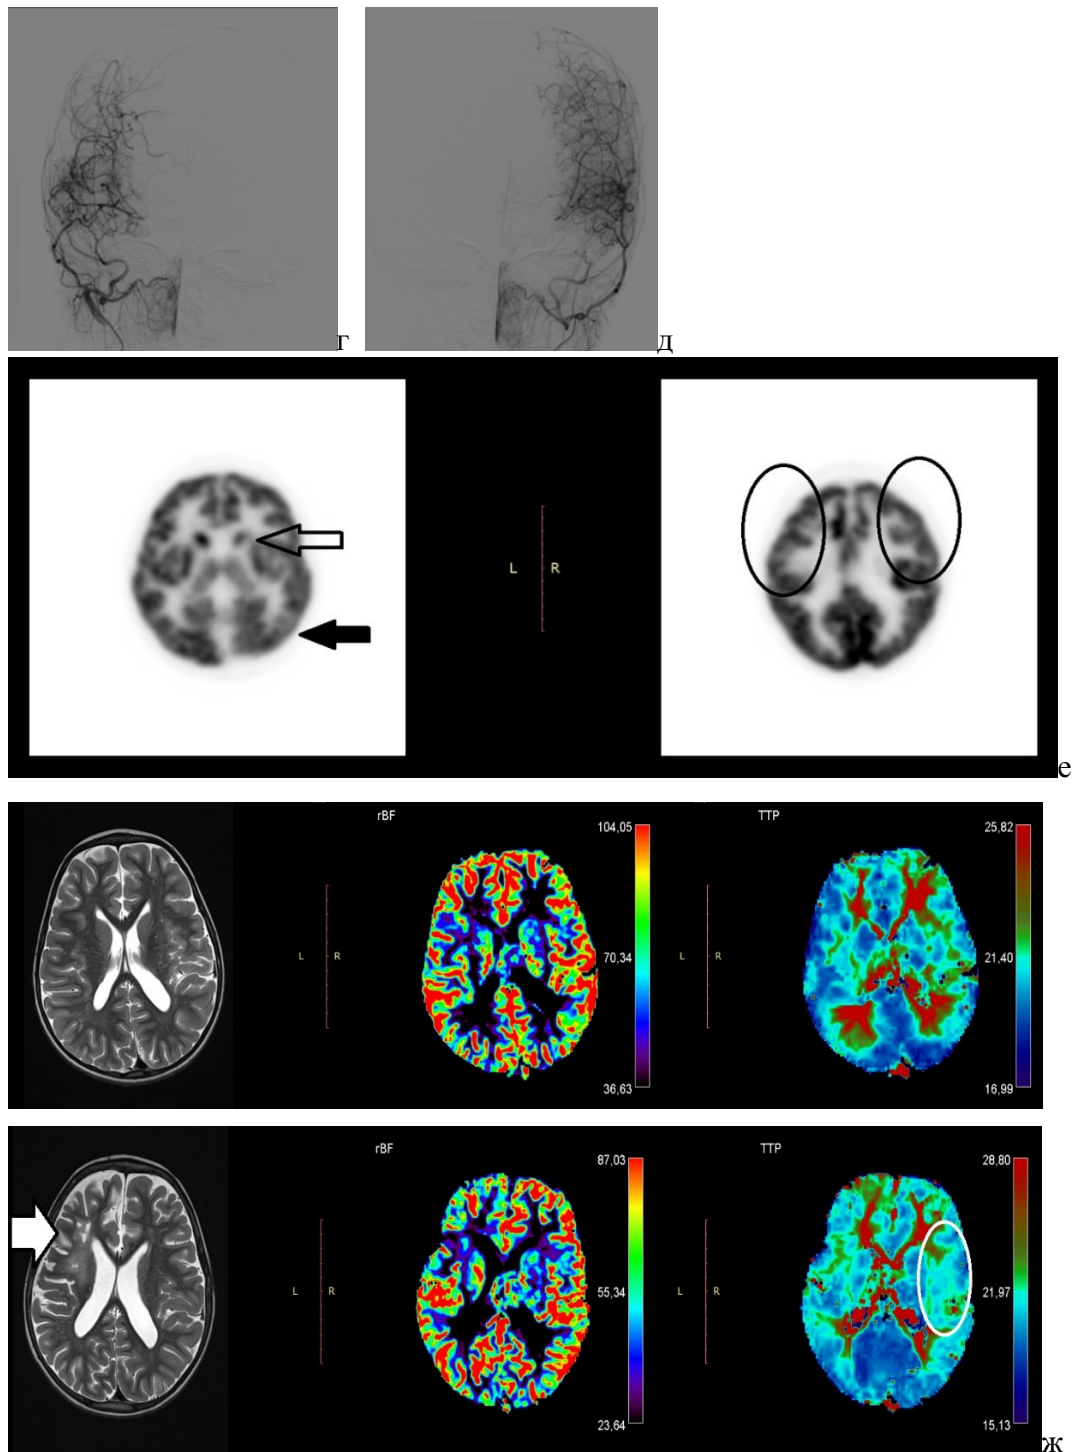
г) ЦАГ правой и д) левой наружных сонных артерий, отмечено заполнение корковых сосудов через ветви наружной сонной артерии. е) ПЭТ с глюкозой до операции, определено снижение метаболизма радиофармпрепарата в левых базальных ганглиях, затылочной и лобной долях. ж) МР перфузия, верхний ряд до операций, нижний ряд – после. Белой стрелкой на срезе в Т2 режиме указана зона последствий ОНМК по ишемическому типу, в виду чего определяются атрофические изменения в правом полушарии.
